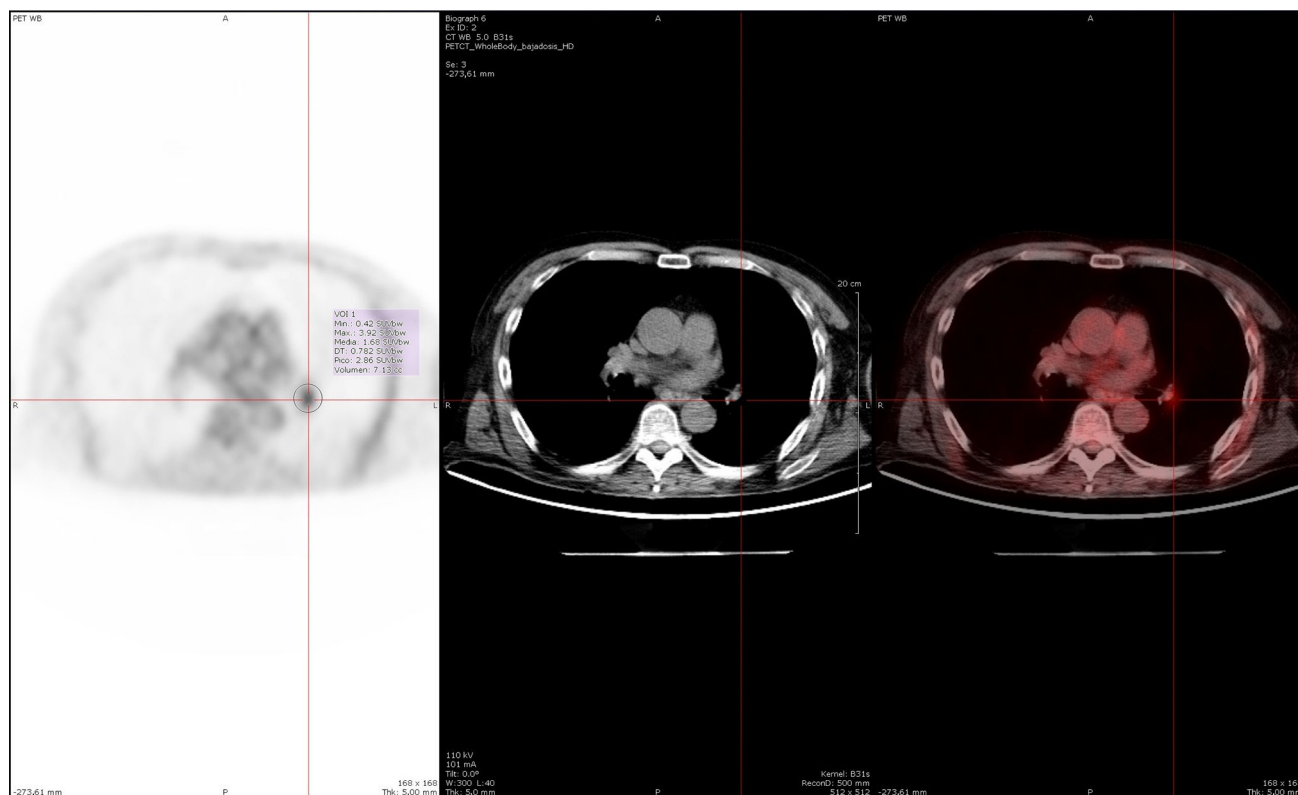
Estudio con PET-TAC whole-body (realizado un año después del comienzo clínico, durante el primer reingreso del paciente). Se identifica un foco hipermetabólico en el hilio pulmonar izquierdo con un valor máximo de captación estandarizada (SUVmáx) de 2-[18F]fluoro-2-desoxi-D-glucosa (18F-FDG) igual a 3,92 en región interlobar (un SUVmáx, $\geq 2,5$ es por lo general indicativo de una alta probabilidad de malignidad), sin traducción morfológica en la TAC sin contraste intravenoso, y que podía estar en relación con adenopatía. Lo cual fue confirmado ulteriormente, al realizar una punción de la región hipermetabólica, guiada mediante ultrasonografía endobronquial (EBUS), sin hallar tejido tumoral.
